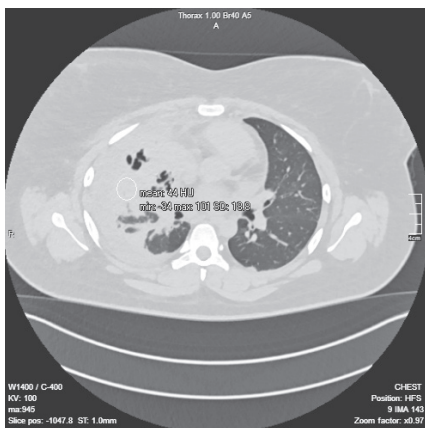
Аксіальний зріз КТ ОГК пацієнта А. з денситометричними показниками великої ділянки консолидації верхньої частки правої легені
